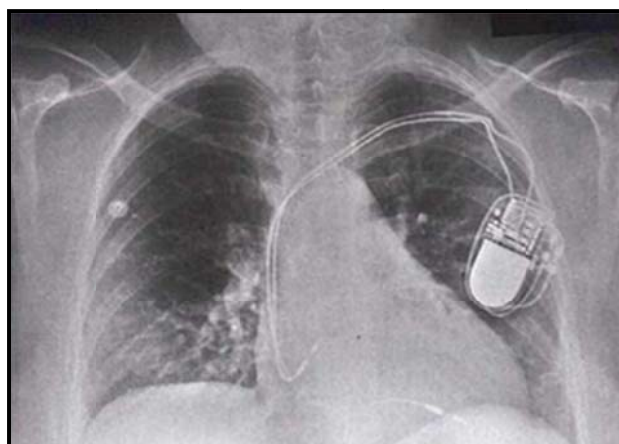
Рентгенограмма: двухкамерный электрокардиостимулятор, предсердный электрод в ушке правого предсердия, желудочковый электрод в верхушке правого желудочка
